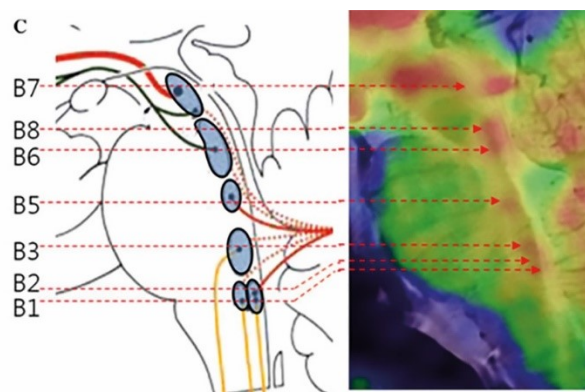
Reproducció de Son et al. (Son et al., 2012): neuroimatge fusionada de PET i RMN dels nuclis del raphe identificats en l'atles de Naidichi et al (Naidichi, 2009).
